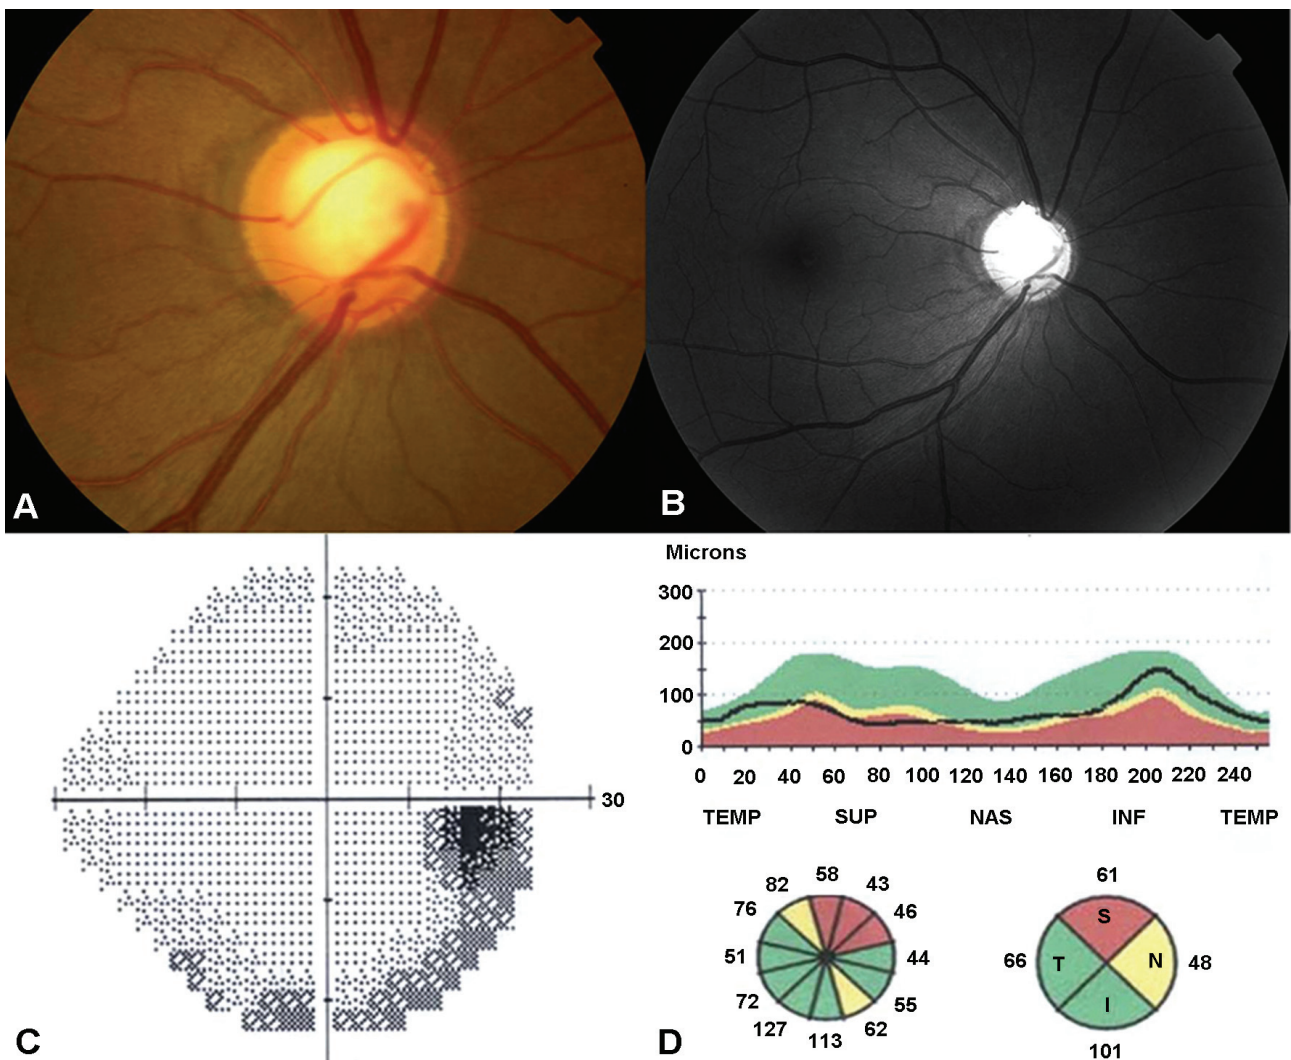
The right eye with superior segmental optic hypoplasia. Representative color disc photograph (A) and retinal nerve fiber layer (RNFL) photograph (B) showing neuroretinal rim thinning in the superior nasal region with corresponding RNFL defects. (C) Humphrey automated perimetry shows a characteristic inferior visual field defect. (D) Optical coherence tomography (OCT) scan shows the peripapillary RNFL thinning in superior region of the right eye.
